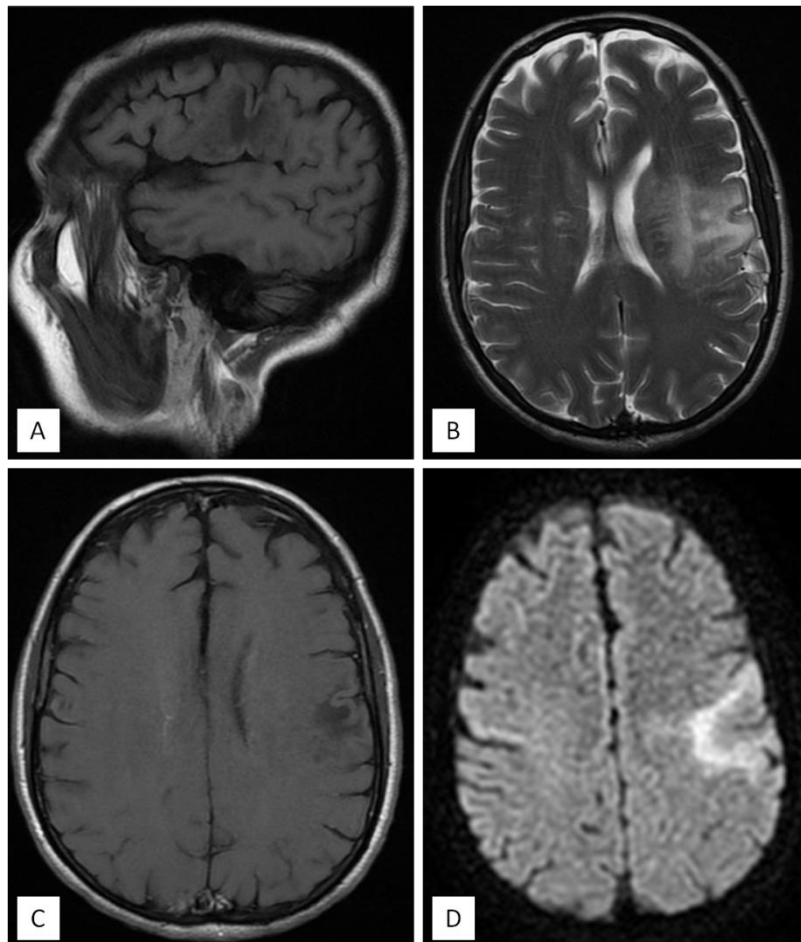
L'IRM cérébrale montre une plage lésionnelle fronto-parietale gauche sous corticale en hyposignal T1 (coupe sagittale : A), en hypersignal T2 (coupe axiale : B), non modifiée après contraste (coupe axiale : C). En diffusion il existe une restriction de la diffusion sur le versant interne de la lésion, en rapport avec le front de démyélinisation (actif et donc restrictif en diffusion) (coupe axiale : D).
